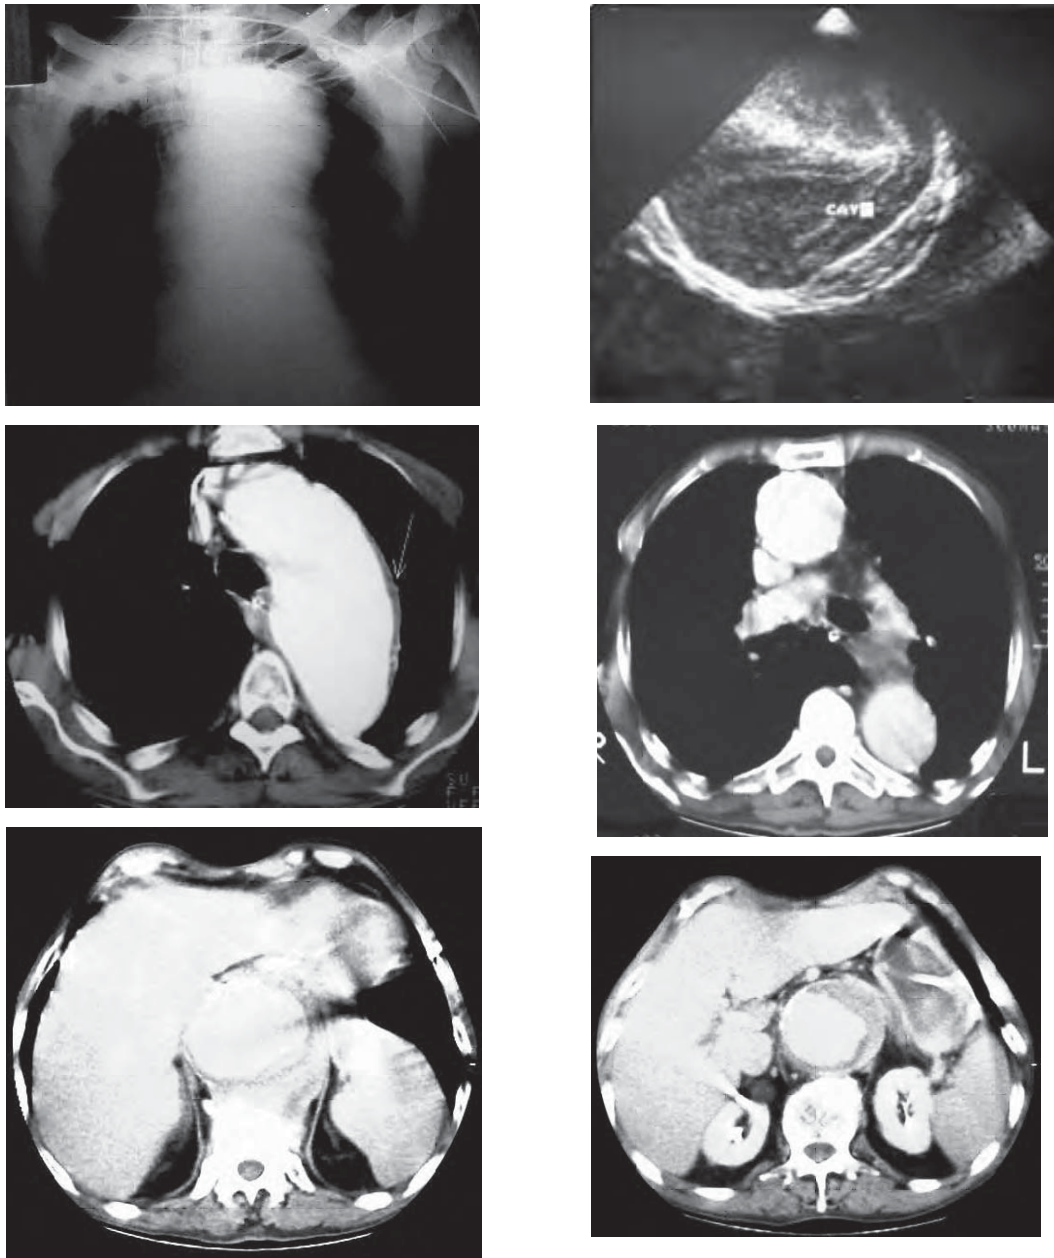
/12. Aneurisma toracoabdominal. En la radiografía de tórax se observa la grosera dilatación del cayado aórtico. En el ecocardiograma transesofágico se comprueba la existencia de un hematoma intramural en el cayado aórtico. En la tomografía se observa la dilatación del cayado aórtico, de la aorta torácica ascendente y descendente, y de la aorta abdominal, en la cual se constata un hematoma intraaórtico.
